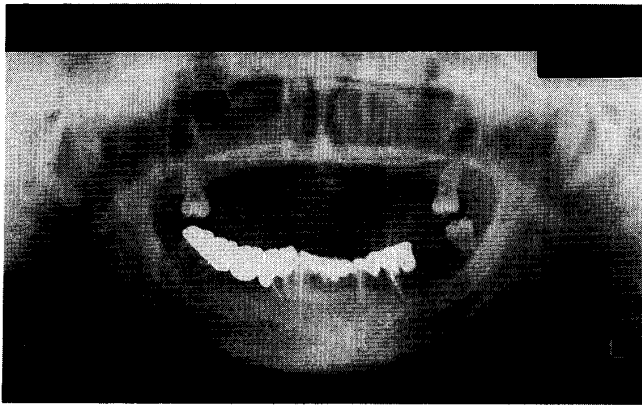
Orthopantomographic view of the same patient as Fig. 1 at 21 years of age.
